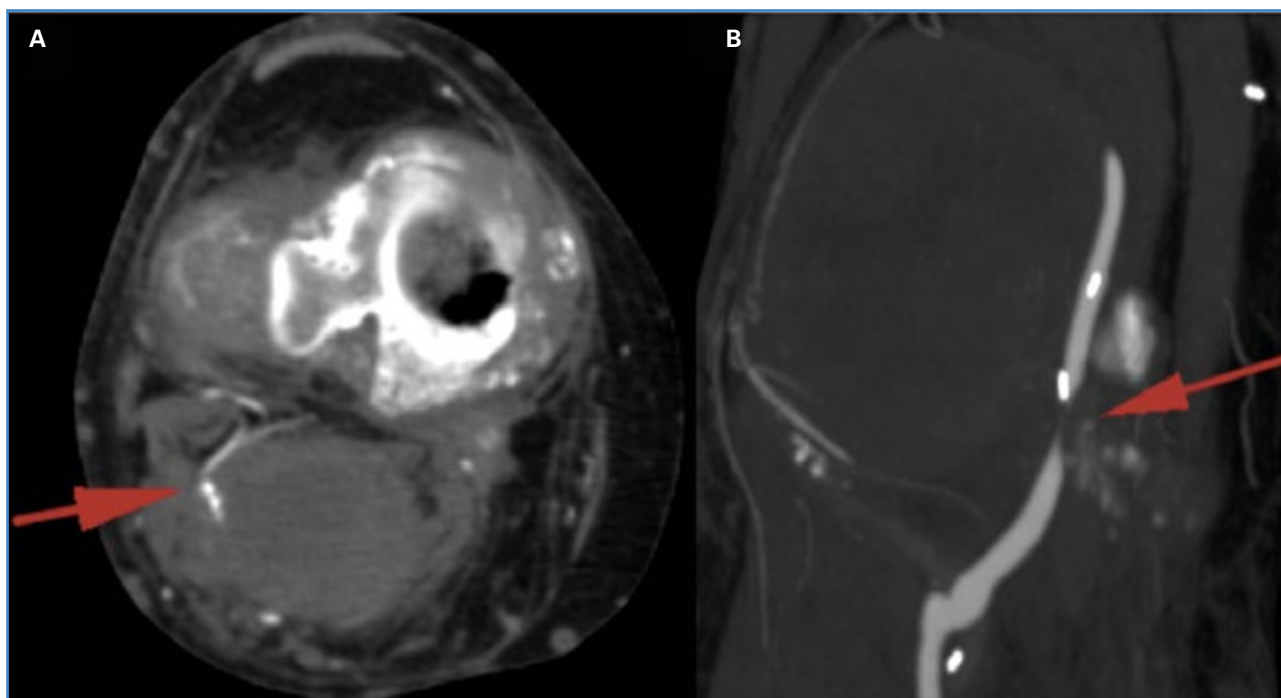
Angiotomografía que muestra APR con arteria genicular (A) con compresión del *bypass* previo (B).
